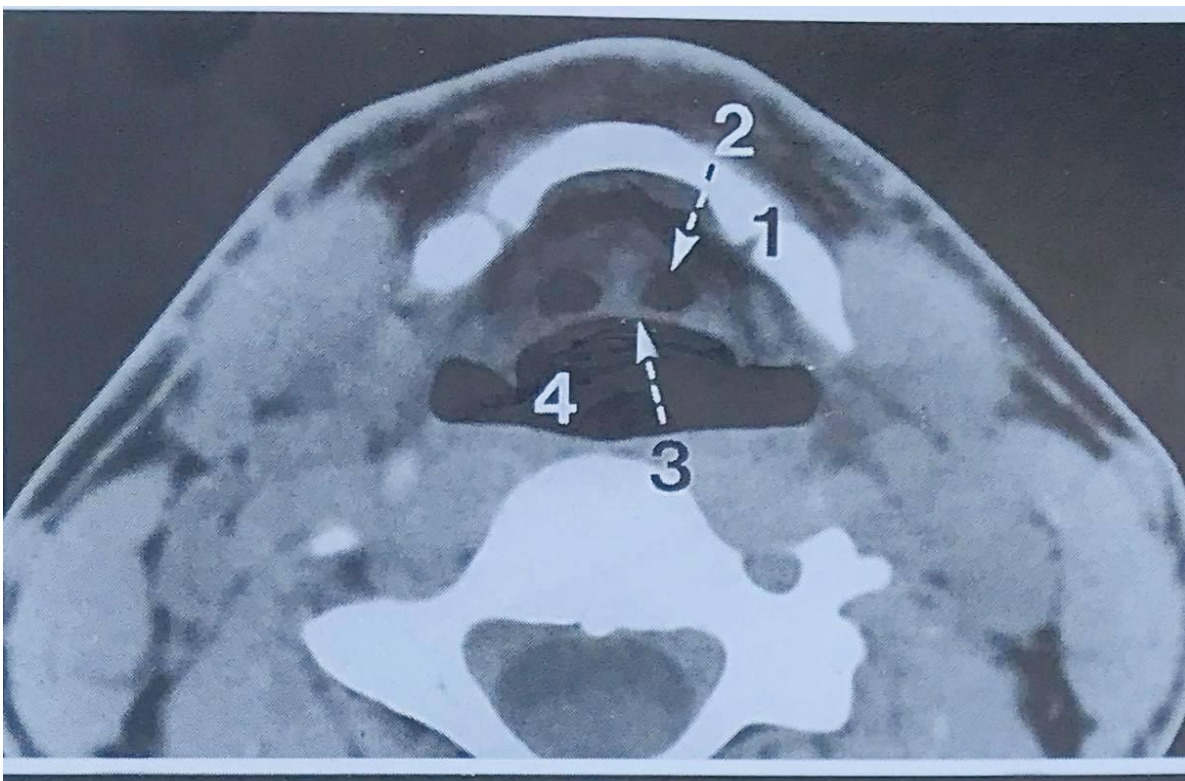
TDM ,coupe transversale du larynx montrant l'hypopharynx.1 – oshyoïde,2-vallécule glosso-épiglottique ;3-épiglotte ;4-hypopharynx.[58]
